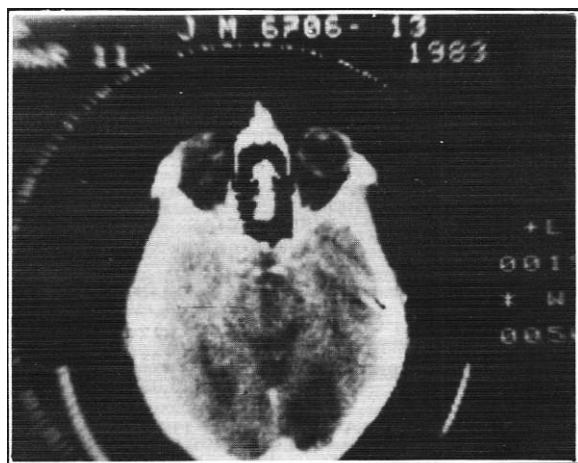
TC del caso 2 que muestra una zona hipodensa (infarto) que afecta el polo occipital derecho.
